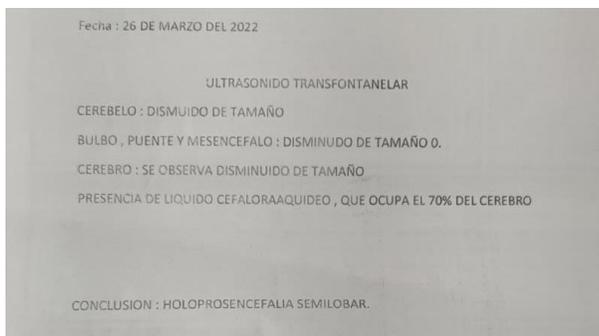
Informe de Ecografía Transfontanelar
